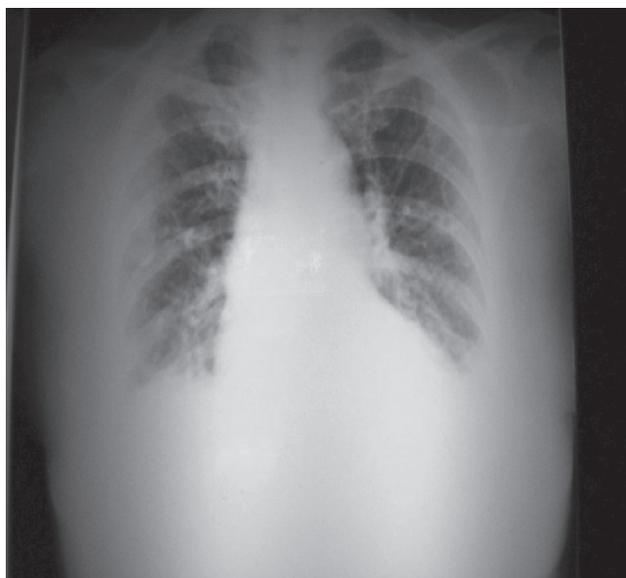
Telerradiografía de tórax al ingreso.
